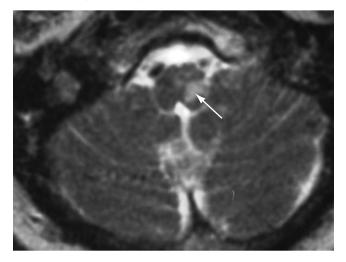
Coupe axiale d'IRM pondérée en T2 mettant en évidence un hypersignal de la moelle latérale gauche (*flèche*) compatible avec un infarctus chez un patient avec un syndrome de Wallenberg. Le patient s'est présenté avec un syndrome de Claude Bernard-Horner gauche, une hypo-esthésie faciale gauche, une *skew deviation*, un engourdissement de son hémicorps droit et un vertige. (*Remerciements au Dr Eric Eggenberger, DO.*)
